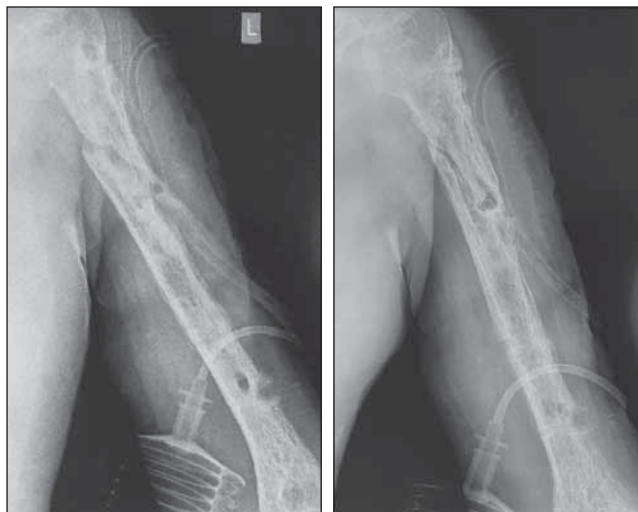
Послеоперационные рентгенограммы левой плечевой кости после секвестрнекрэктомии
